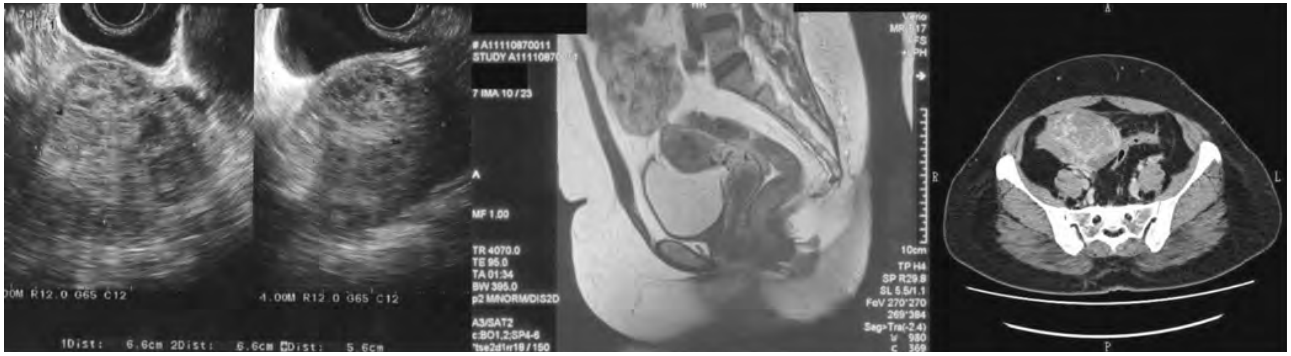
画像所見 (左：超音波、中央：MRI 矢状断T2強調、右：造影CT)
